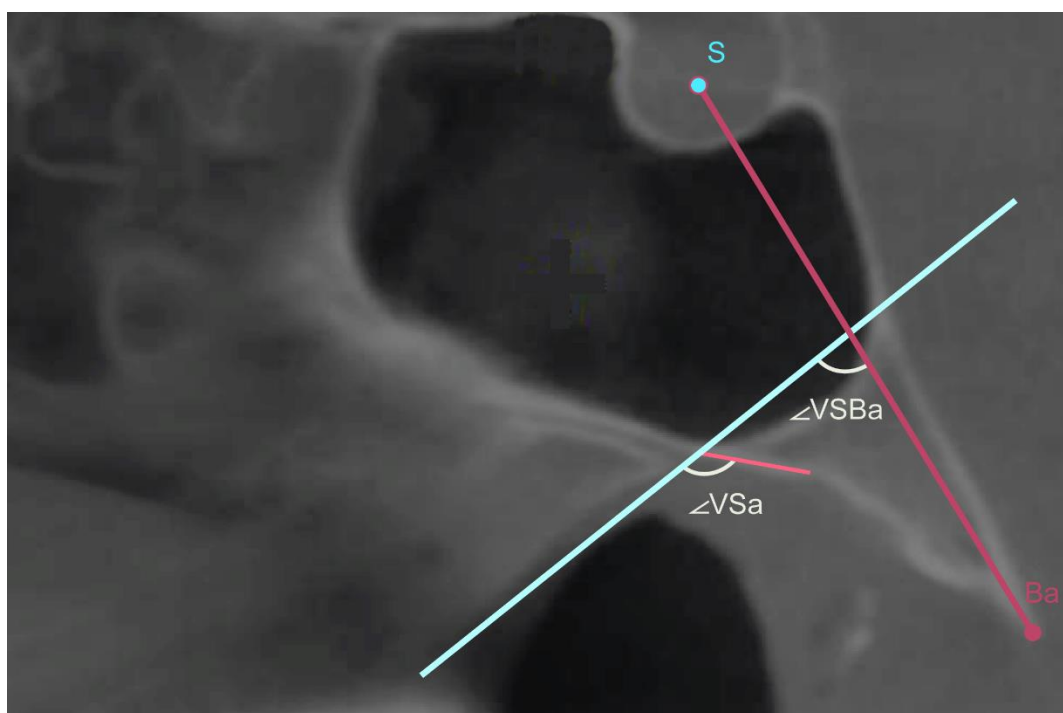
КЛК-томограмма в срединной сагиттальной проекции. Анализ положения сошника относительно ската основания черепа с использованием углов  $V_{Sa}$ ,  $V_{SBa}$
